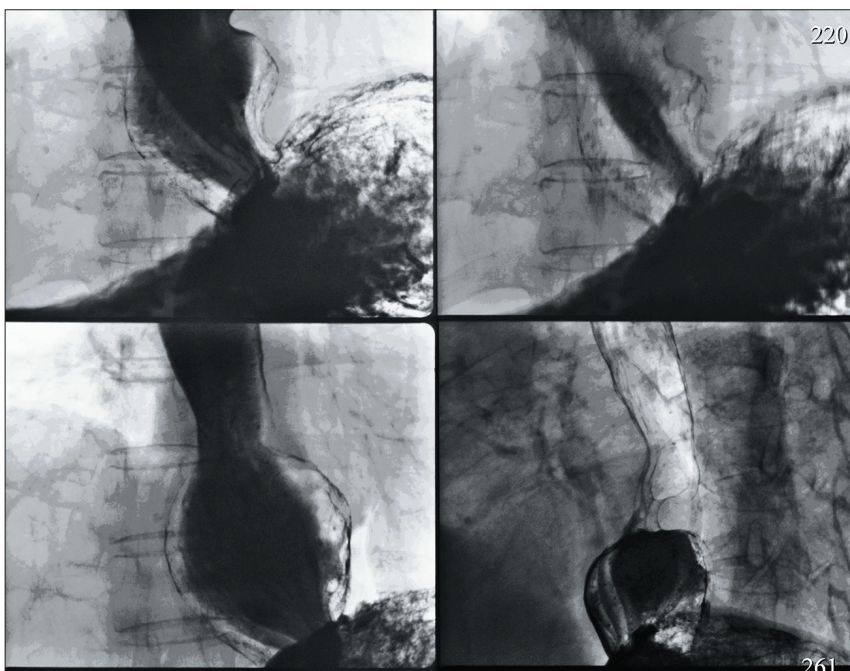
Рентгенологическое исследование ВОПТ того же пациента (продолжение) в горизонтальном положении на спине к приемнику рентгеновского излучения и на правом боку. Фиксированная аксиальная грыжа ПОД. Произведены 4 прицельные рентгенограммы области кардиоэзофагеального перехода на одну рентгенограмму размером 24х30 см при ее горизонтальной загрузке
